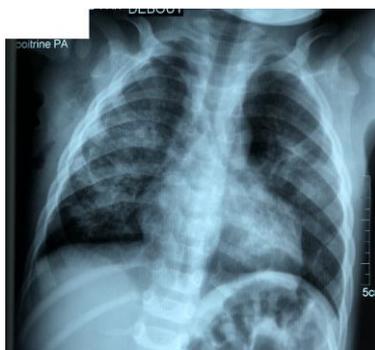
Radiographie thoracique après ablation du drain thoracique
